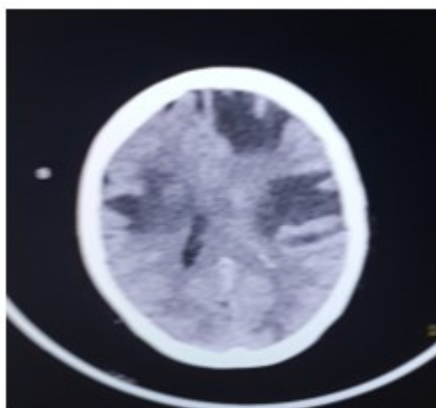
La imagen de la tomografía axial de cráneo mostró lesiones metastásicas.
